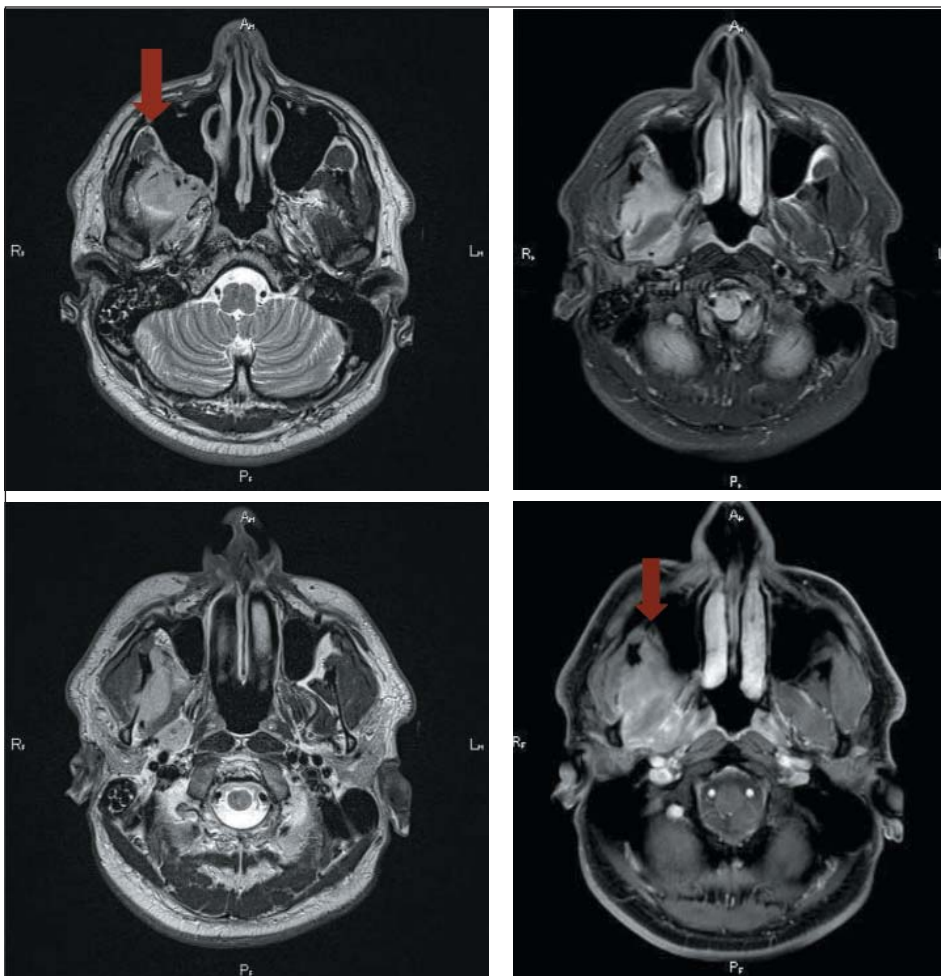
МРТ-признаки объемного образования в правой крылонебной ямке. Пациент, 36 лет. Стрелками указаны очаги патологического процесса
